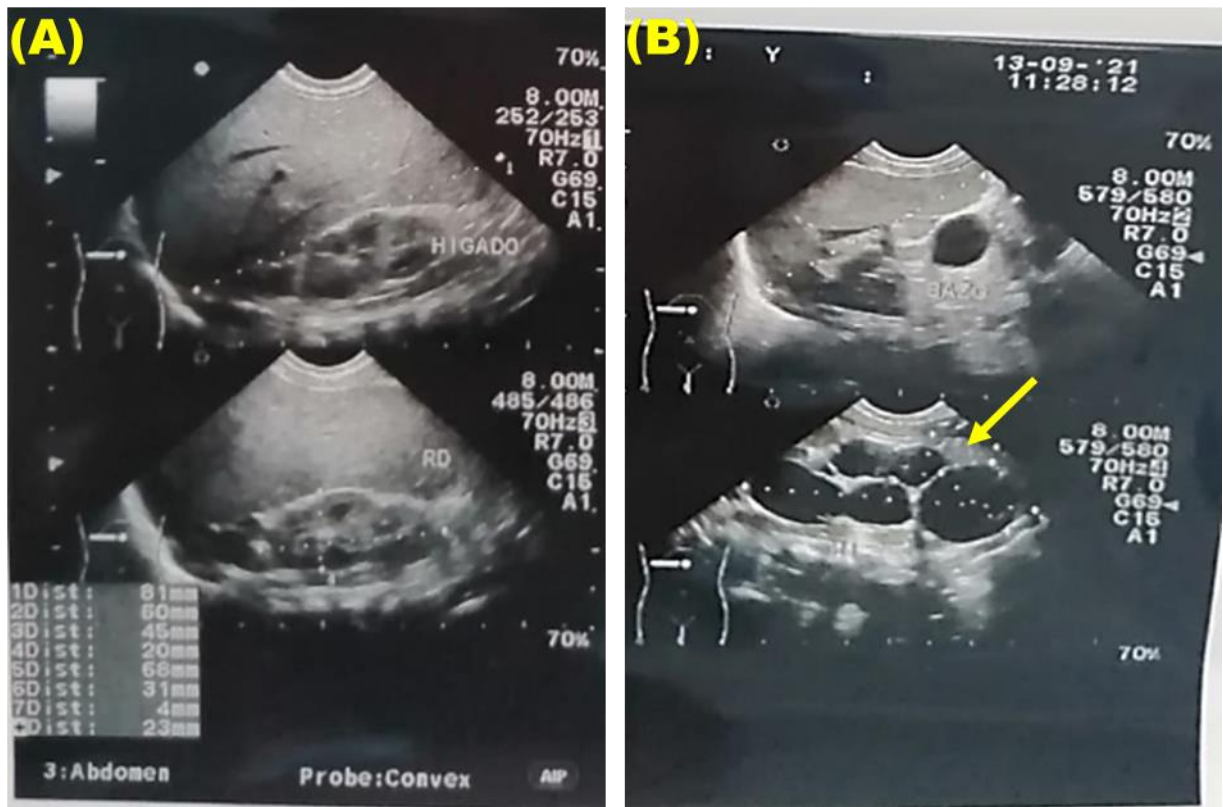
Ecografía abdominal (4 horas de vida): Hepatomegalia, altura de 81 mm y riñón derecho de características normales(A); esplenomegalia, altura de 60 mm y riñón izquierdo con múltiples quistes simples (flecha) en su interior (B).
